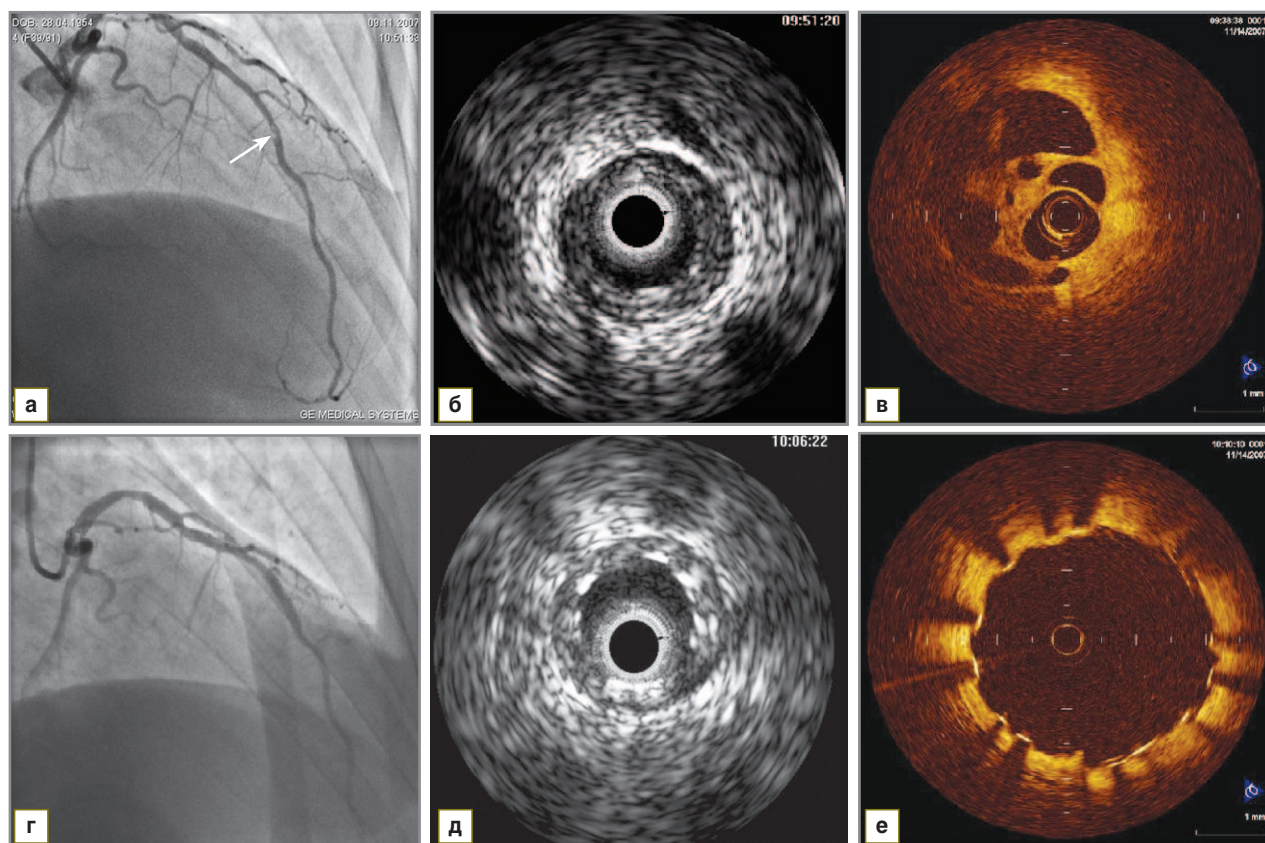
Реканализированный тромб во 2-м сегменте передней межжелудочковой ветви левой коронарной артерии: а — данные ангиографии: зона просветления указана стрелкой; б — данные ВС УЗИ: в участке артерии с ангиографически определяемой зоной просветления визуализируется концентрическая бляшка; в — данные ВС ОКТ: в участке артерии с ангиографически определяемой зоной просветления визуализируется сотообразная структура — реканализированный тромб; г, д, е — состояние после имплантации стента в зоне реканализированного тромба (полное прилегание страт стента к сосудистой стенке верифицировано методом ВС ОКТ, рис. е)
